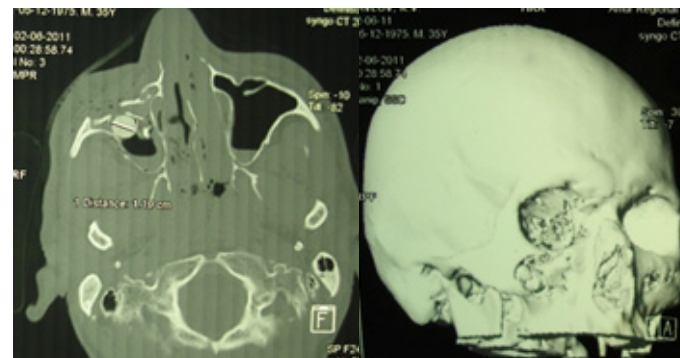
а - КТ черепа аксиальная проекция (инородное тело в правой верхнечелюстной пазухе); б - 3D реконструкция повреждение лицевой стенки правой верхнечелюстной пазухи.
